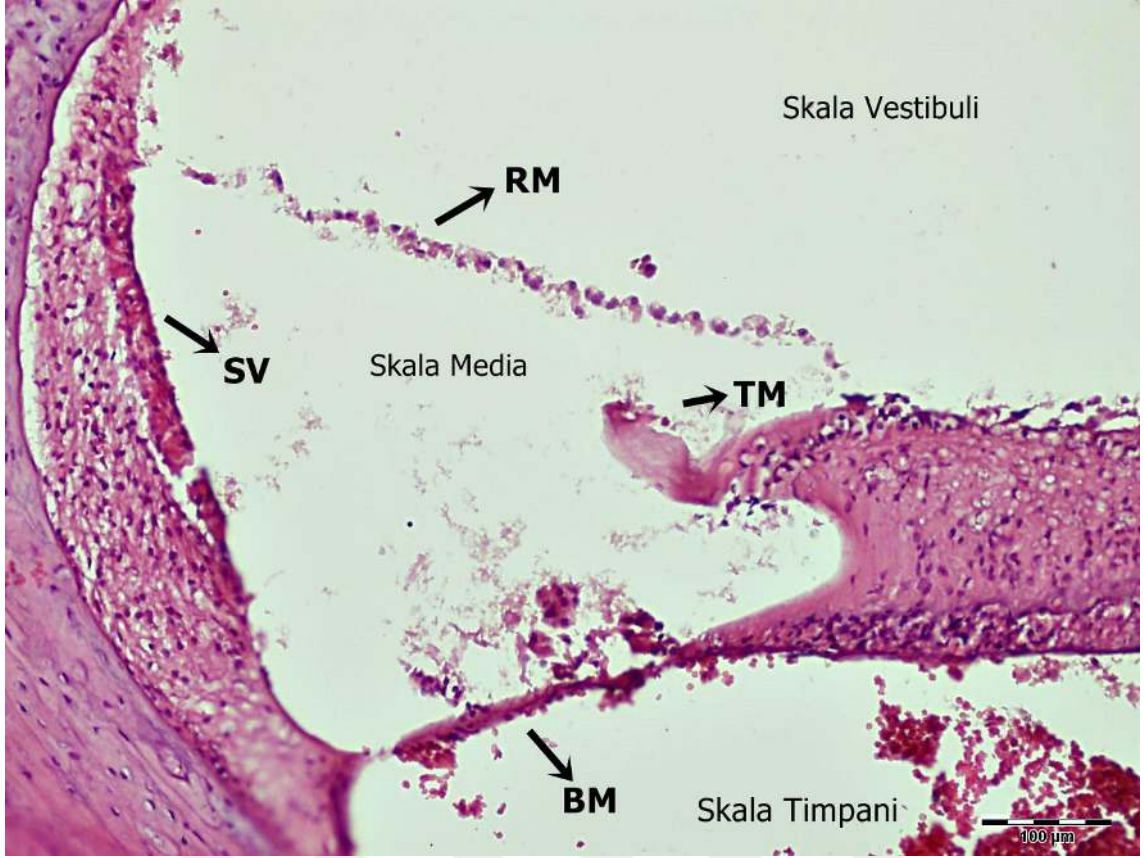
Kontrol grubu koklea HE boyaması. Reissner membranı (RM), baziler membran (BM), Tektorial membran (TM), Stria vaskularis (SV), Spiral ganglion (SG) gösterilmiştir. Bar: 200 µm
